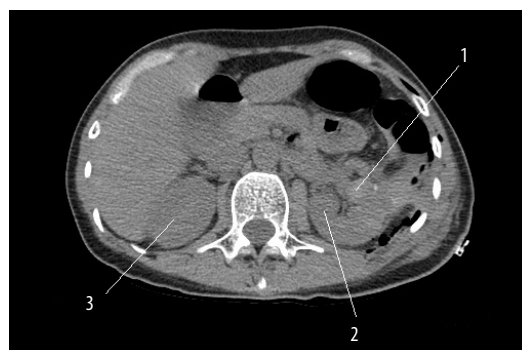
Компьютерная томограмма на 6-е сутки после операции
